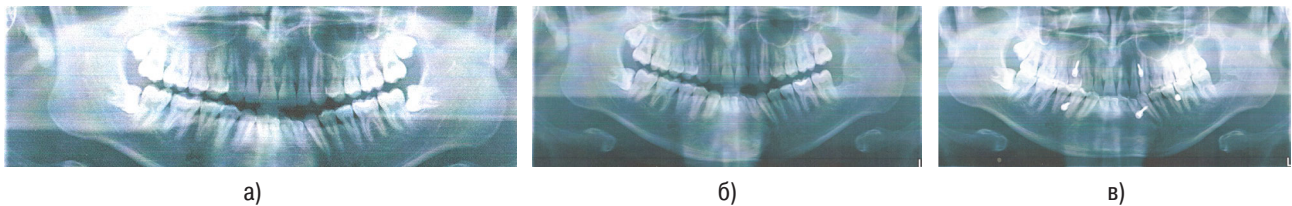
Ортопантомограммы пострадавшего пациента Ш., 19 лет: а) от 28.11.2019 г. при госпитализации; б) от 04.12.2019 г. на следующий день после удаления 3.8 зуба; в) от 09.12.2019 г. после иммобилизации отломков нижней челюсти и наложения межчелюстной резиновой тяги
